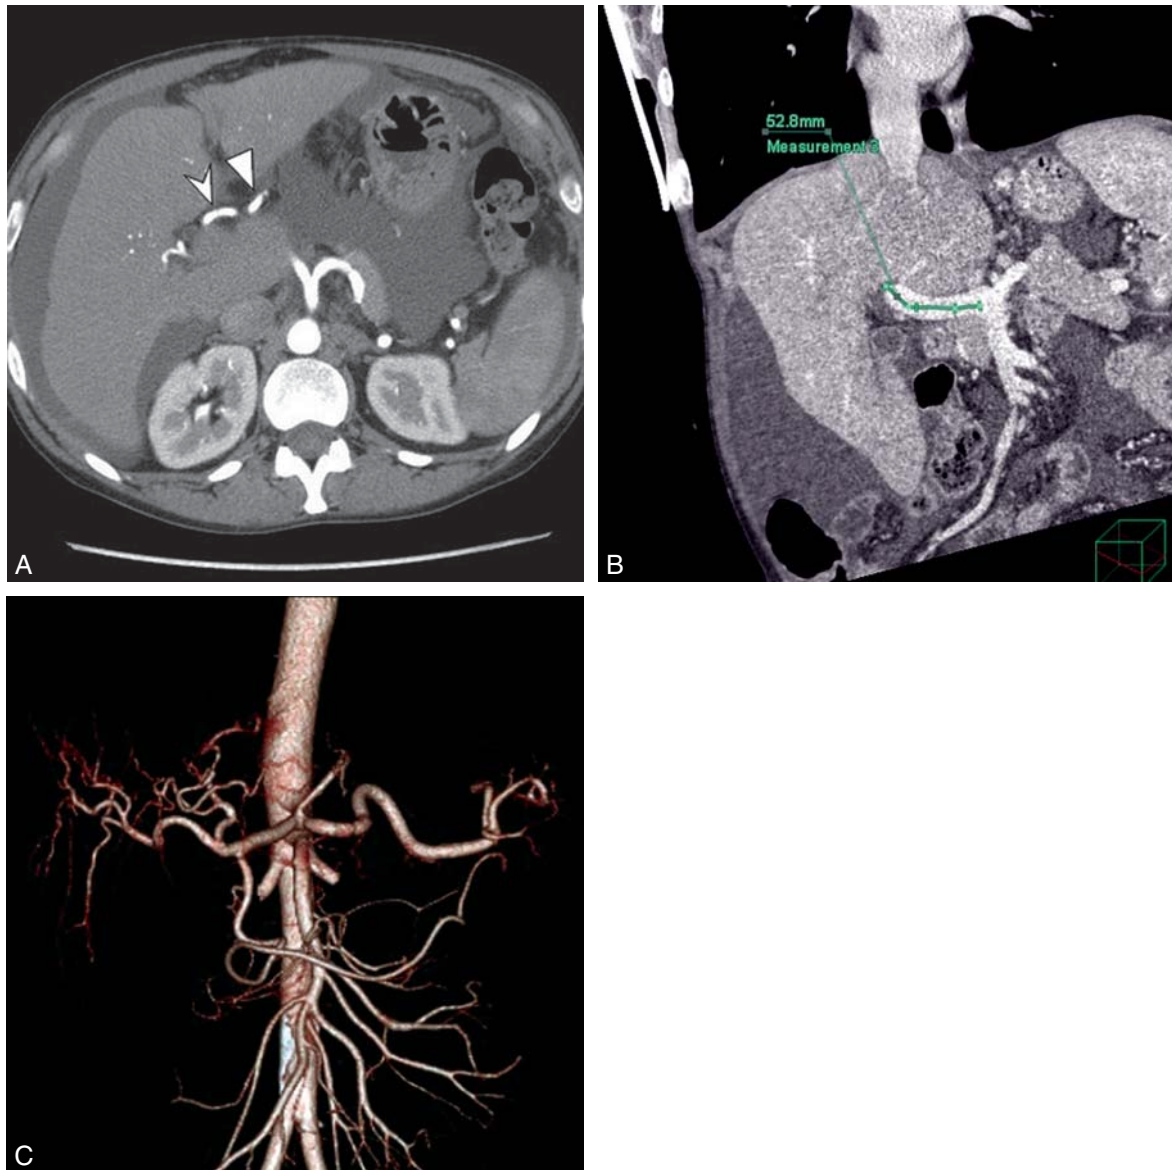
Évaluation vasculaire en prévision d'une transplantation hépatique. A. L'imagerie par TDM avec agent de contraste permet de décrire l'anatomie artérielle du foie cirrhotique. Un branchement normal entre l'artère hépatique droite (*tête de flèche*) et l'artère hépatique gauche (*triangle*) est visible. B. Image courbe coronale reformatée en deux dimensions fournissant des mesures standardisées qui aident le chirurgien à préparer l'intervention. Ici, c'est la longueur du tronc porte qui est mesurée. C. Reconstruction des images en trois dimensions qui montre le tronc cœliaque et précise en préopératoire les relations dans l'espace entre les vaisseaux.
